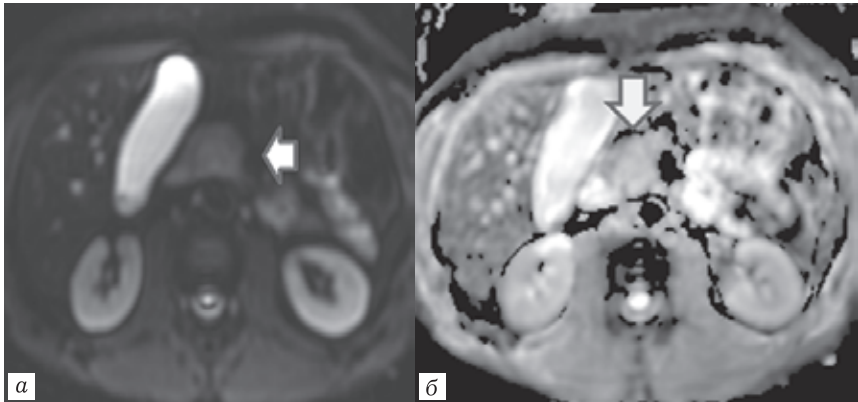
Магнитно-резонансные томограммы: *a* — DWI с b-фактором 1000. Очаг слабогиперинтенсивного МР-сигнала на DWI с b-фактором 1000, подозрительный на опухоль (стрелка); *б* — карта ADC. Головка поджелудочной железы однородной структуры, характеризуется средней интенсивностью МР-сигнала (стрелка), подтверждение рестрикции диффузии в очаге отсутствует
